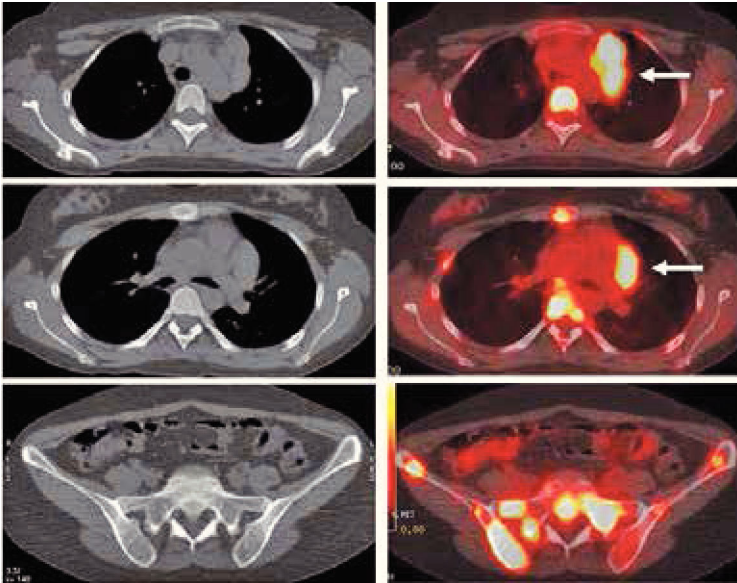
Paciente con Linfoma de Hodgkin en etapa de estadificación. En el PET/CT se identifica masa adenopática mediastínica prevascular, hipermetabólica (flechas). Extenso compromiso esquelético a nivel costal, vertebral, esternal y en huesos de la pelvis, sin representación en imágenes de Tomografía Computada (no detectables con TC).
